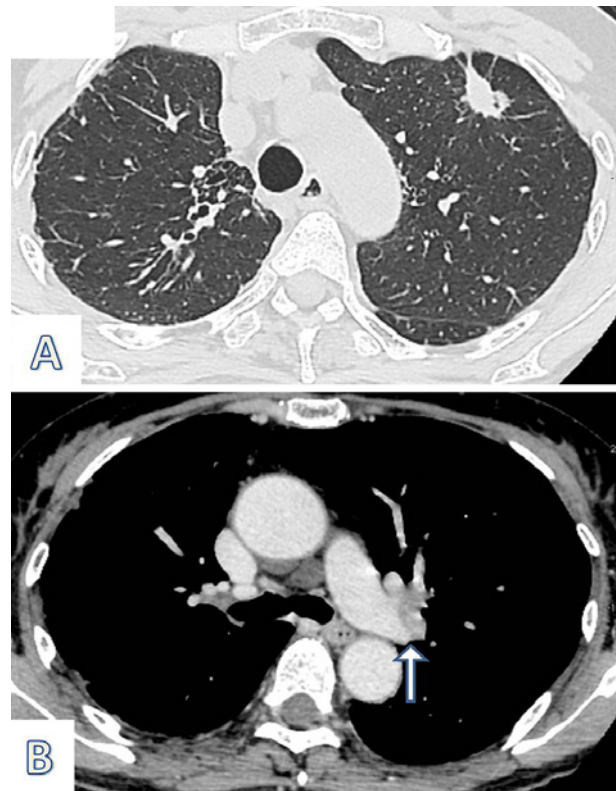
A computerized axial tomography (CAT) scan showed a 16 mm solid nodule in the left upper lobe with a swollen hilar lymph node. A: lung window, B: mediastinal window.
